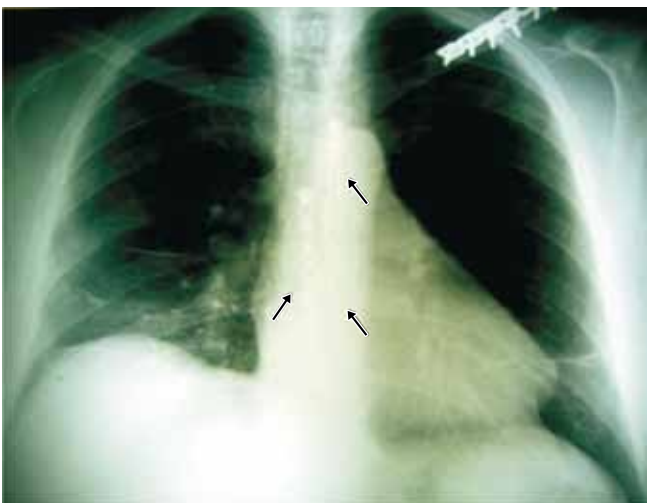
Radiografía de tórax posteroanterior, postoperatoria en la que se muestra el esternón alineado por medio de las placas de fijación (flechas).
